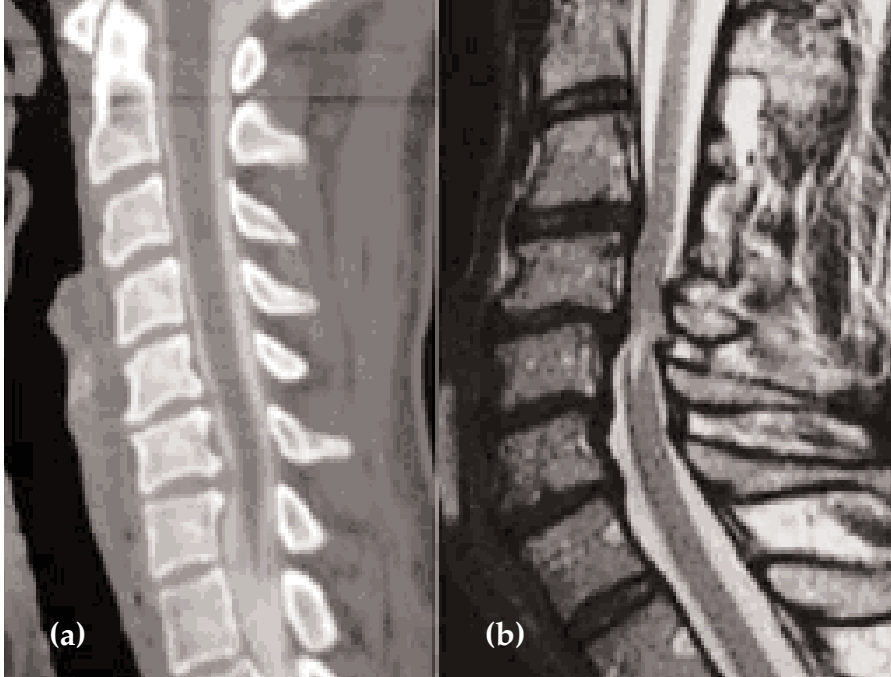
Servikal bilgisayarlı tomografi
